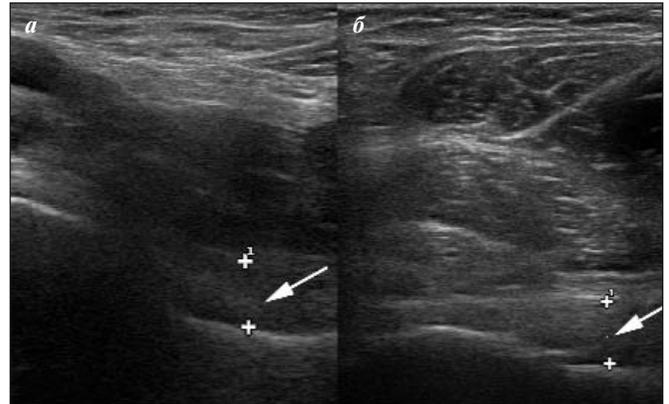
Больной Г., 34 лет. УЗИ левого ТБС: исходно (а) и через год терапии (б). Стрелками показано ШКР
